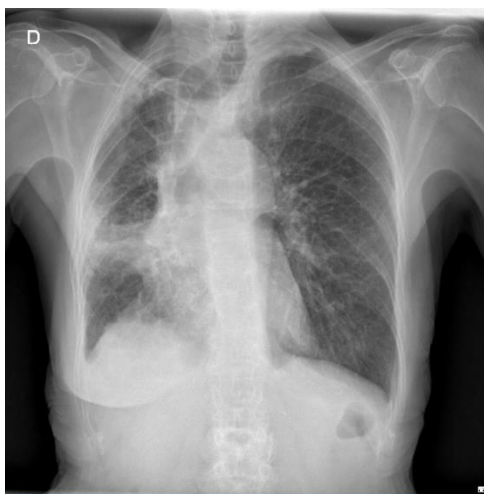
Radiografía de tórax. Pérdida de volumen en el hemitórax derecho y desplazamiento ipsilateral del mediastino, derrame pleural y probable atelectasia del lóbulo medio. En la proyección lateral, impresión de esófago dilatado.
